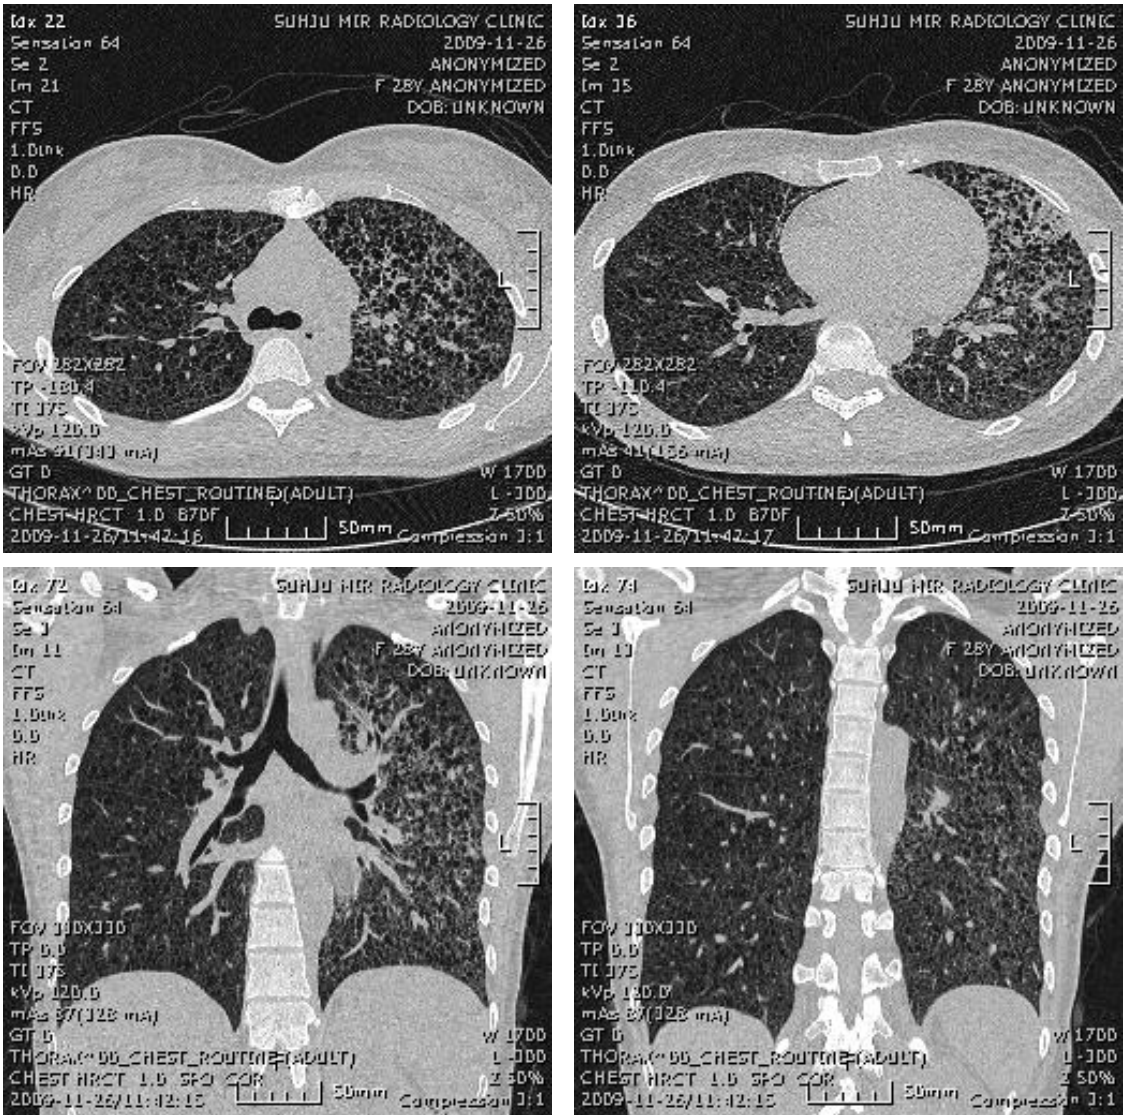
Chest computed tomography. Relatively regular cysts in both lungs.
